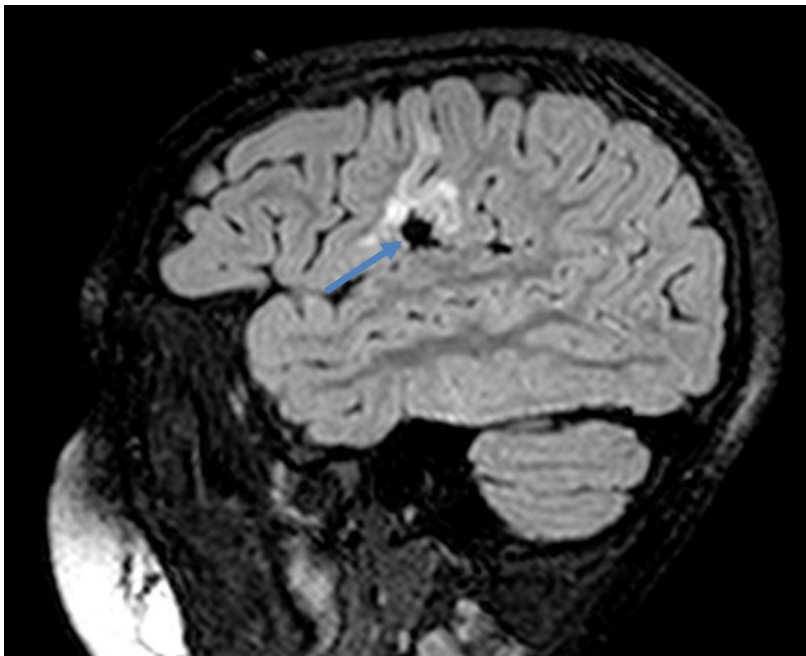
Imagem FLAIR, do primeiro pós-operatório. Corte sagital, evidenciando área circular hipointensa, supra-silvica, que corresponde à ressecção tumoral, circundada superiormente por lesão hiperintensa não ressecada.
